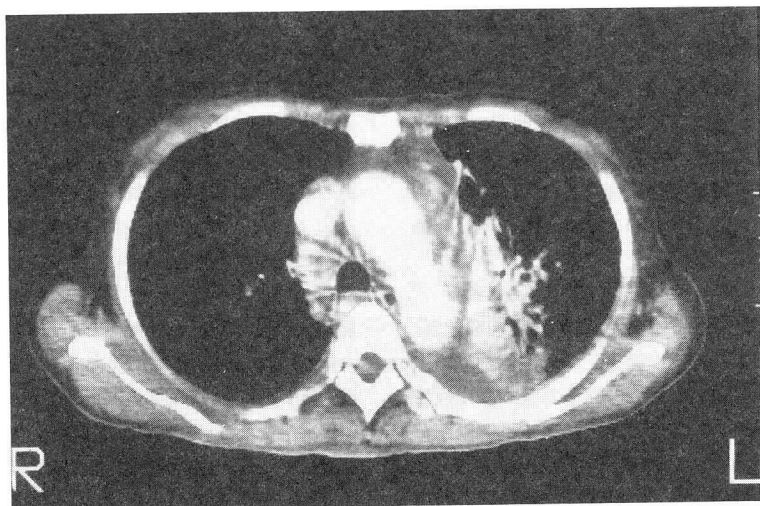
症例7の本院入院時の胸部CT：著明な両側の縦隔リンパ節腫大，左S¹⁺²領域のair bronchogramを伴う浸潤影，左胸水を認める。
